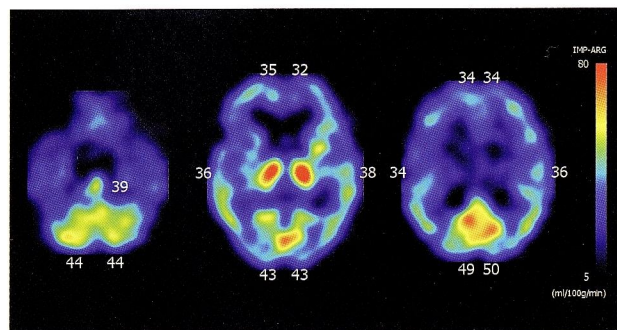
左側手術3ヶ月後の右内頸動脈BTO時の¹²³I-IMP SPECT
